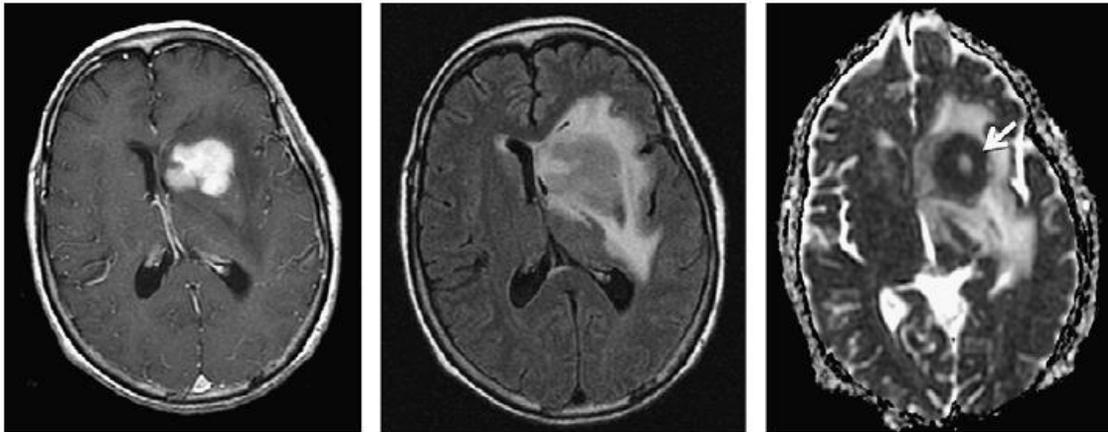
Imágenes en resonancia magnética, corte axial de PCNSL.
